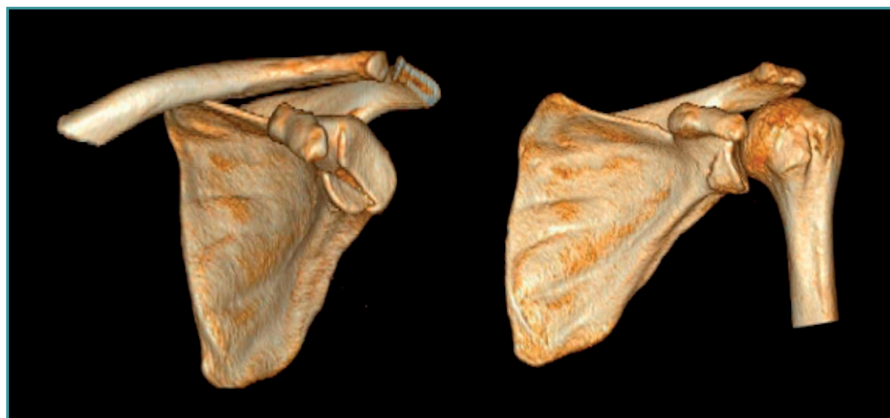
Imagen de tomografía computarizada, reconstrucción en 3D. Izquierda: fractura aguda del borde anterior glenoideo; derecha: la fractura reducida y consolidada 2 años después.
